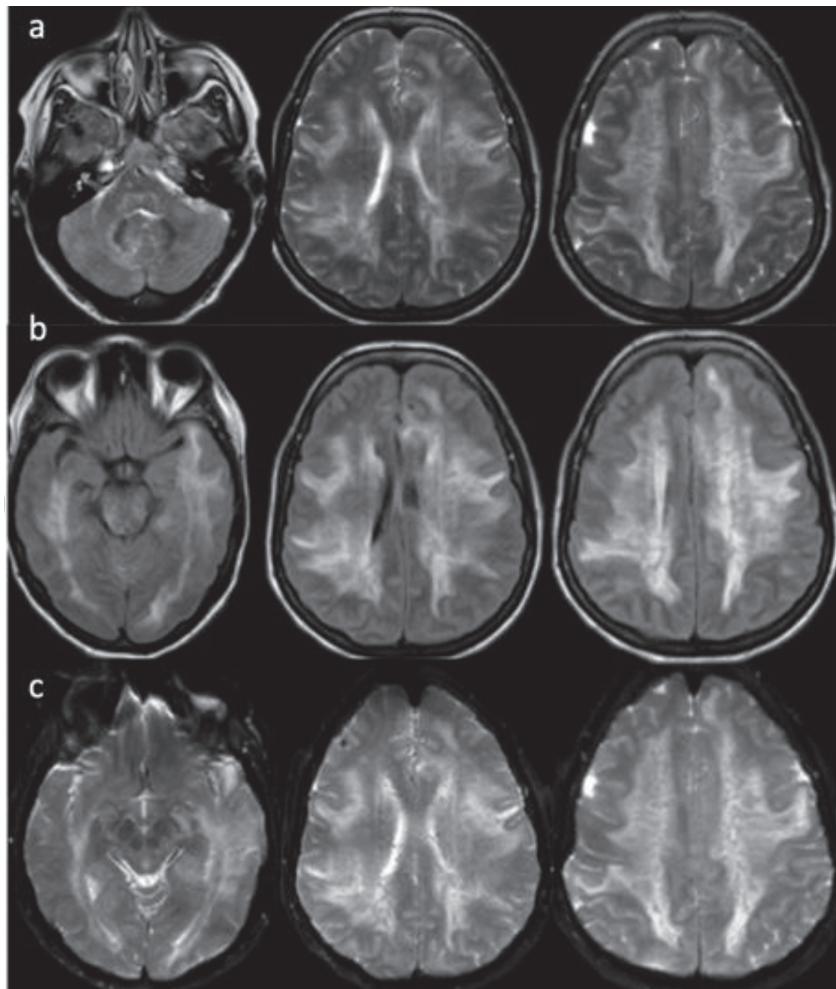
Cortes axiales IRM. imágenes de secuencia T2 y FLAIR con lesiones hiperintensas en sustancia blanca bihemisférica con tendencia simétrica en región parietooccipital, temporal, tálamo, ganglios basales, protuberancia y hemisferio cerebeloso derecho relacionado con edema vasogénico (a y b). Hiperintensidad con pequeñas áreas de restricción en secuencia difusión corona radiada bilateral sugerente de lesiones isquémicas, así mismo se muestran áreas compatibles con pequeñas microhemorragias a nivel subcortical frontal izquierdo y tálamo bilateral (c).
